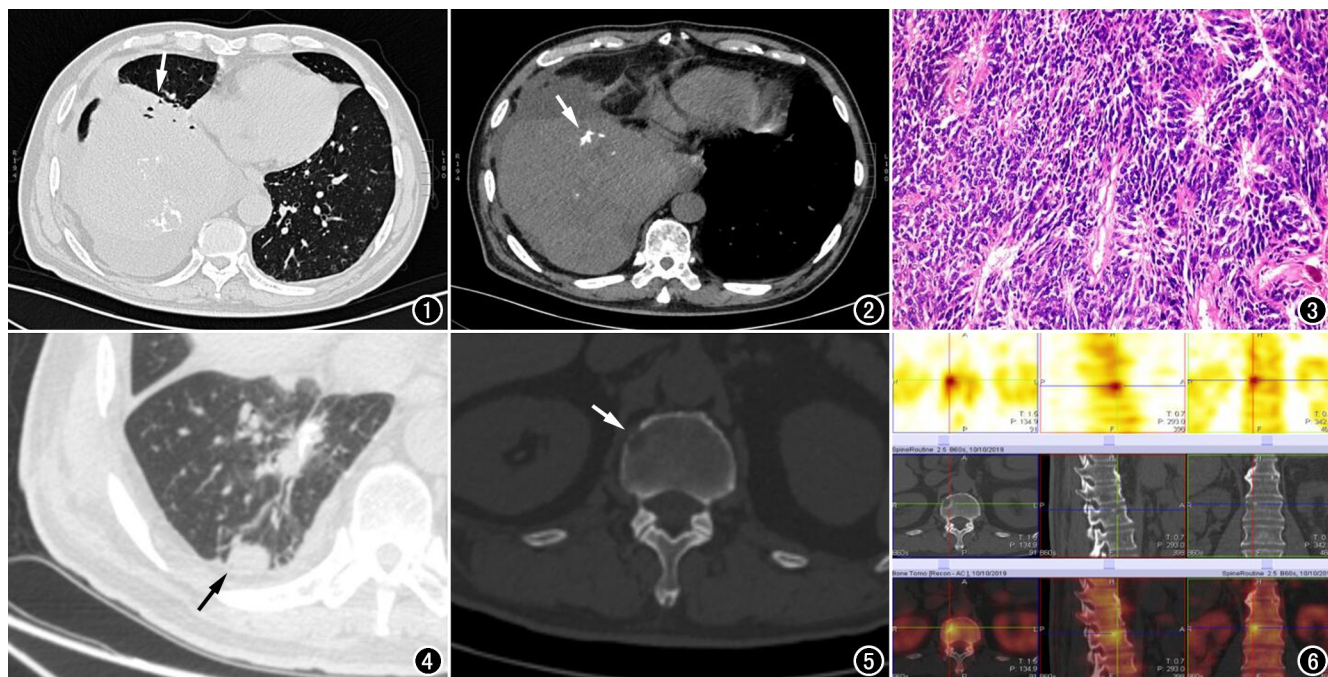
肺窗示右下胸腔巨大占位,右肺下叶支气管受压、变窄,右肺下叶不张(箭)。图 2 纵隔窗示右下胸腔肿块形态较规则,边界较清楚,可见不规则条片状钙化灶(箭),右侧胸腔少量积液。图 3 镜下见肿块的去分化成分(HE,×200)。图 4 术后 1 个月复查胸部 CT 见右下胸膜新增一结节(箭)。图 5 骨窗示 L₁ 椎体溶骨性骨质破坏区(箭)。图 6 全身骨扫描示 L₁ 椎体核素高浓聚。
